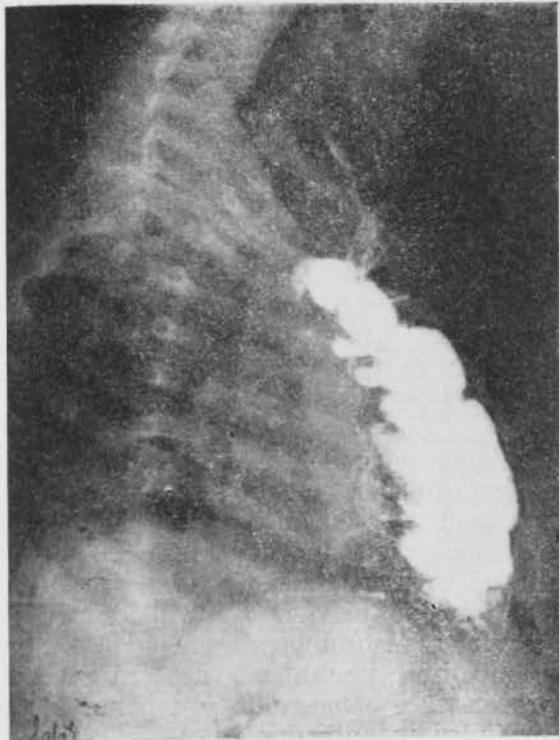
Véase el tránsito a través del asa cólica que ha sustituido al esófago. Radiografía obtenida el 22 de julio de 1958, a los tres meses de la última intervención realizada.
